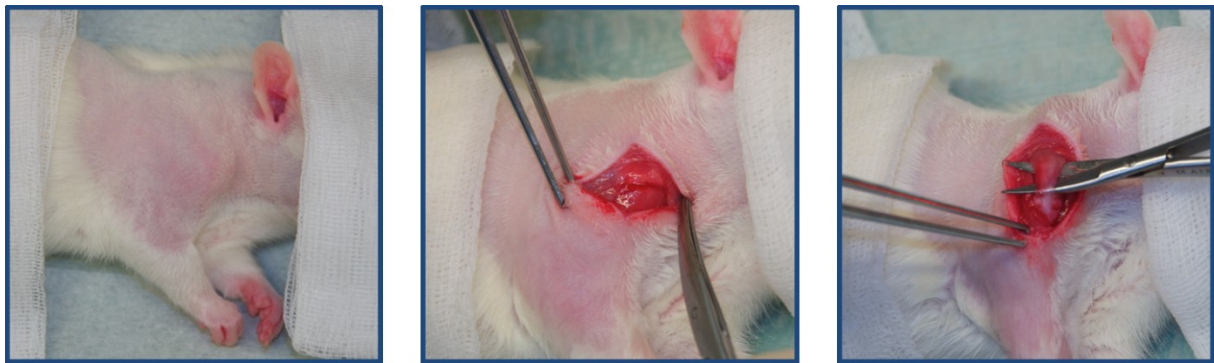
Im linken Bild sieht man das narkotisierte Tier. Der OP-Bereich ist rasiert und desinfiziert. Das mittlere Bild zeigt den Blick auf die eröffnete RM. Im rechten Bild ist der M. supraspinatus dargestellt.
